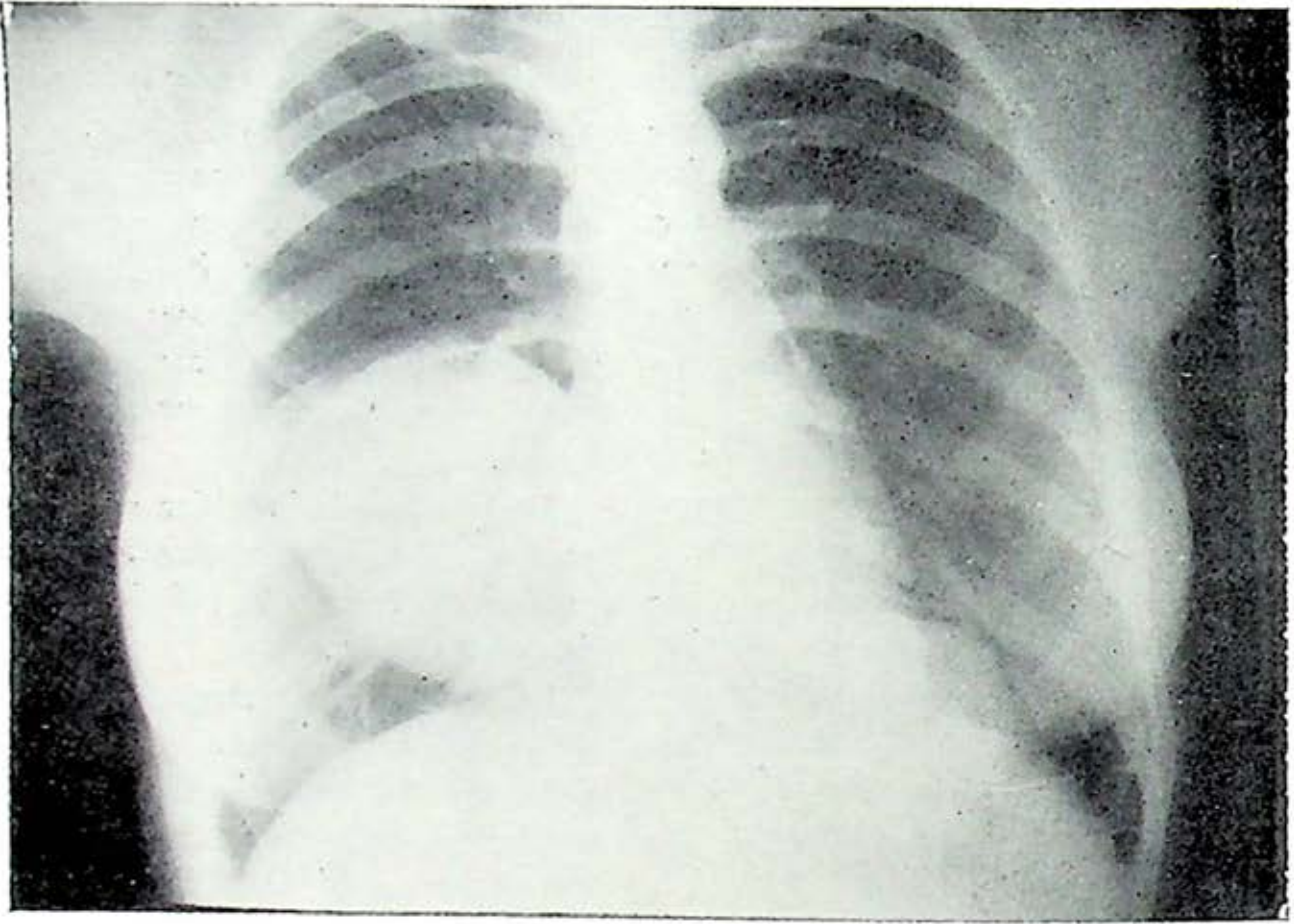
Radiografía de tórax de la paciente, mostrando imágenes basales bilaterales sugestivas de quiste hidatídico. Obsérvese el nivel hidroaéreo en el quiste izquierdo [con imagen en lirio (camalote)].
